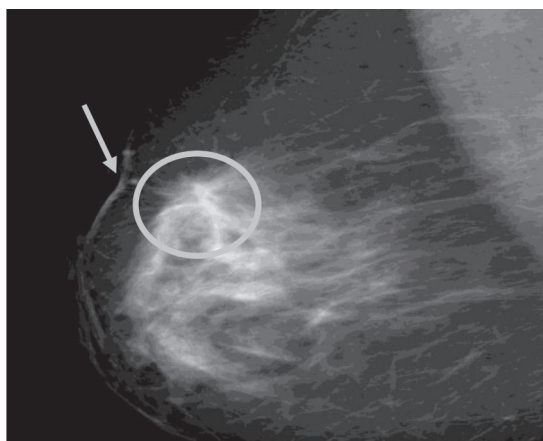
Вторичные рентгенологические симптомы РМЖ у женщин с фиброзно-кистозной болезнью
